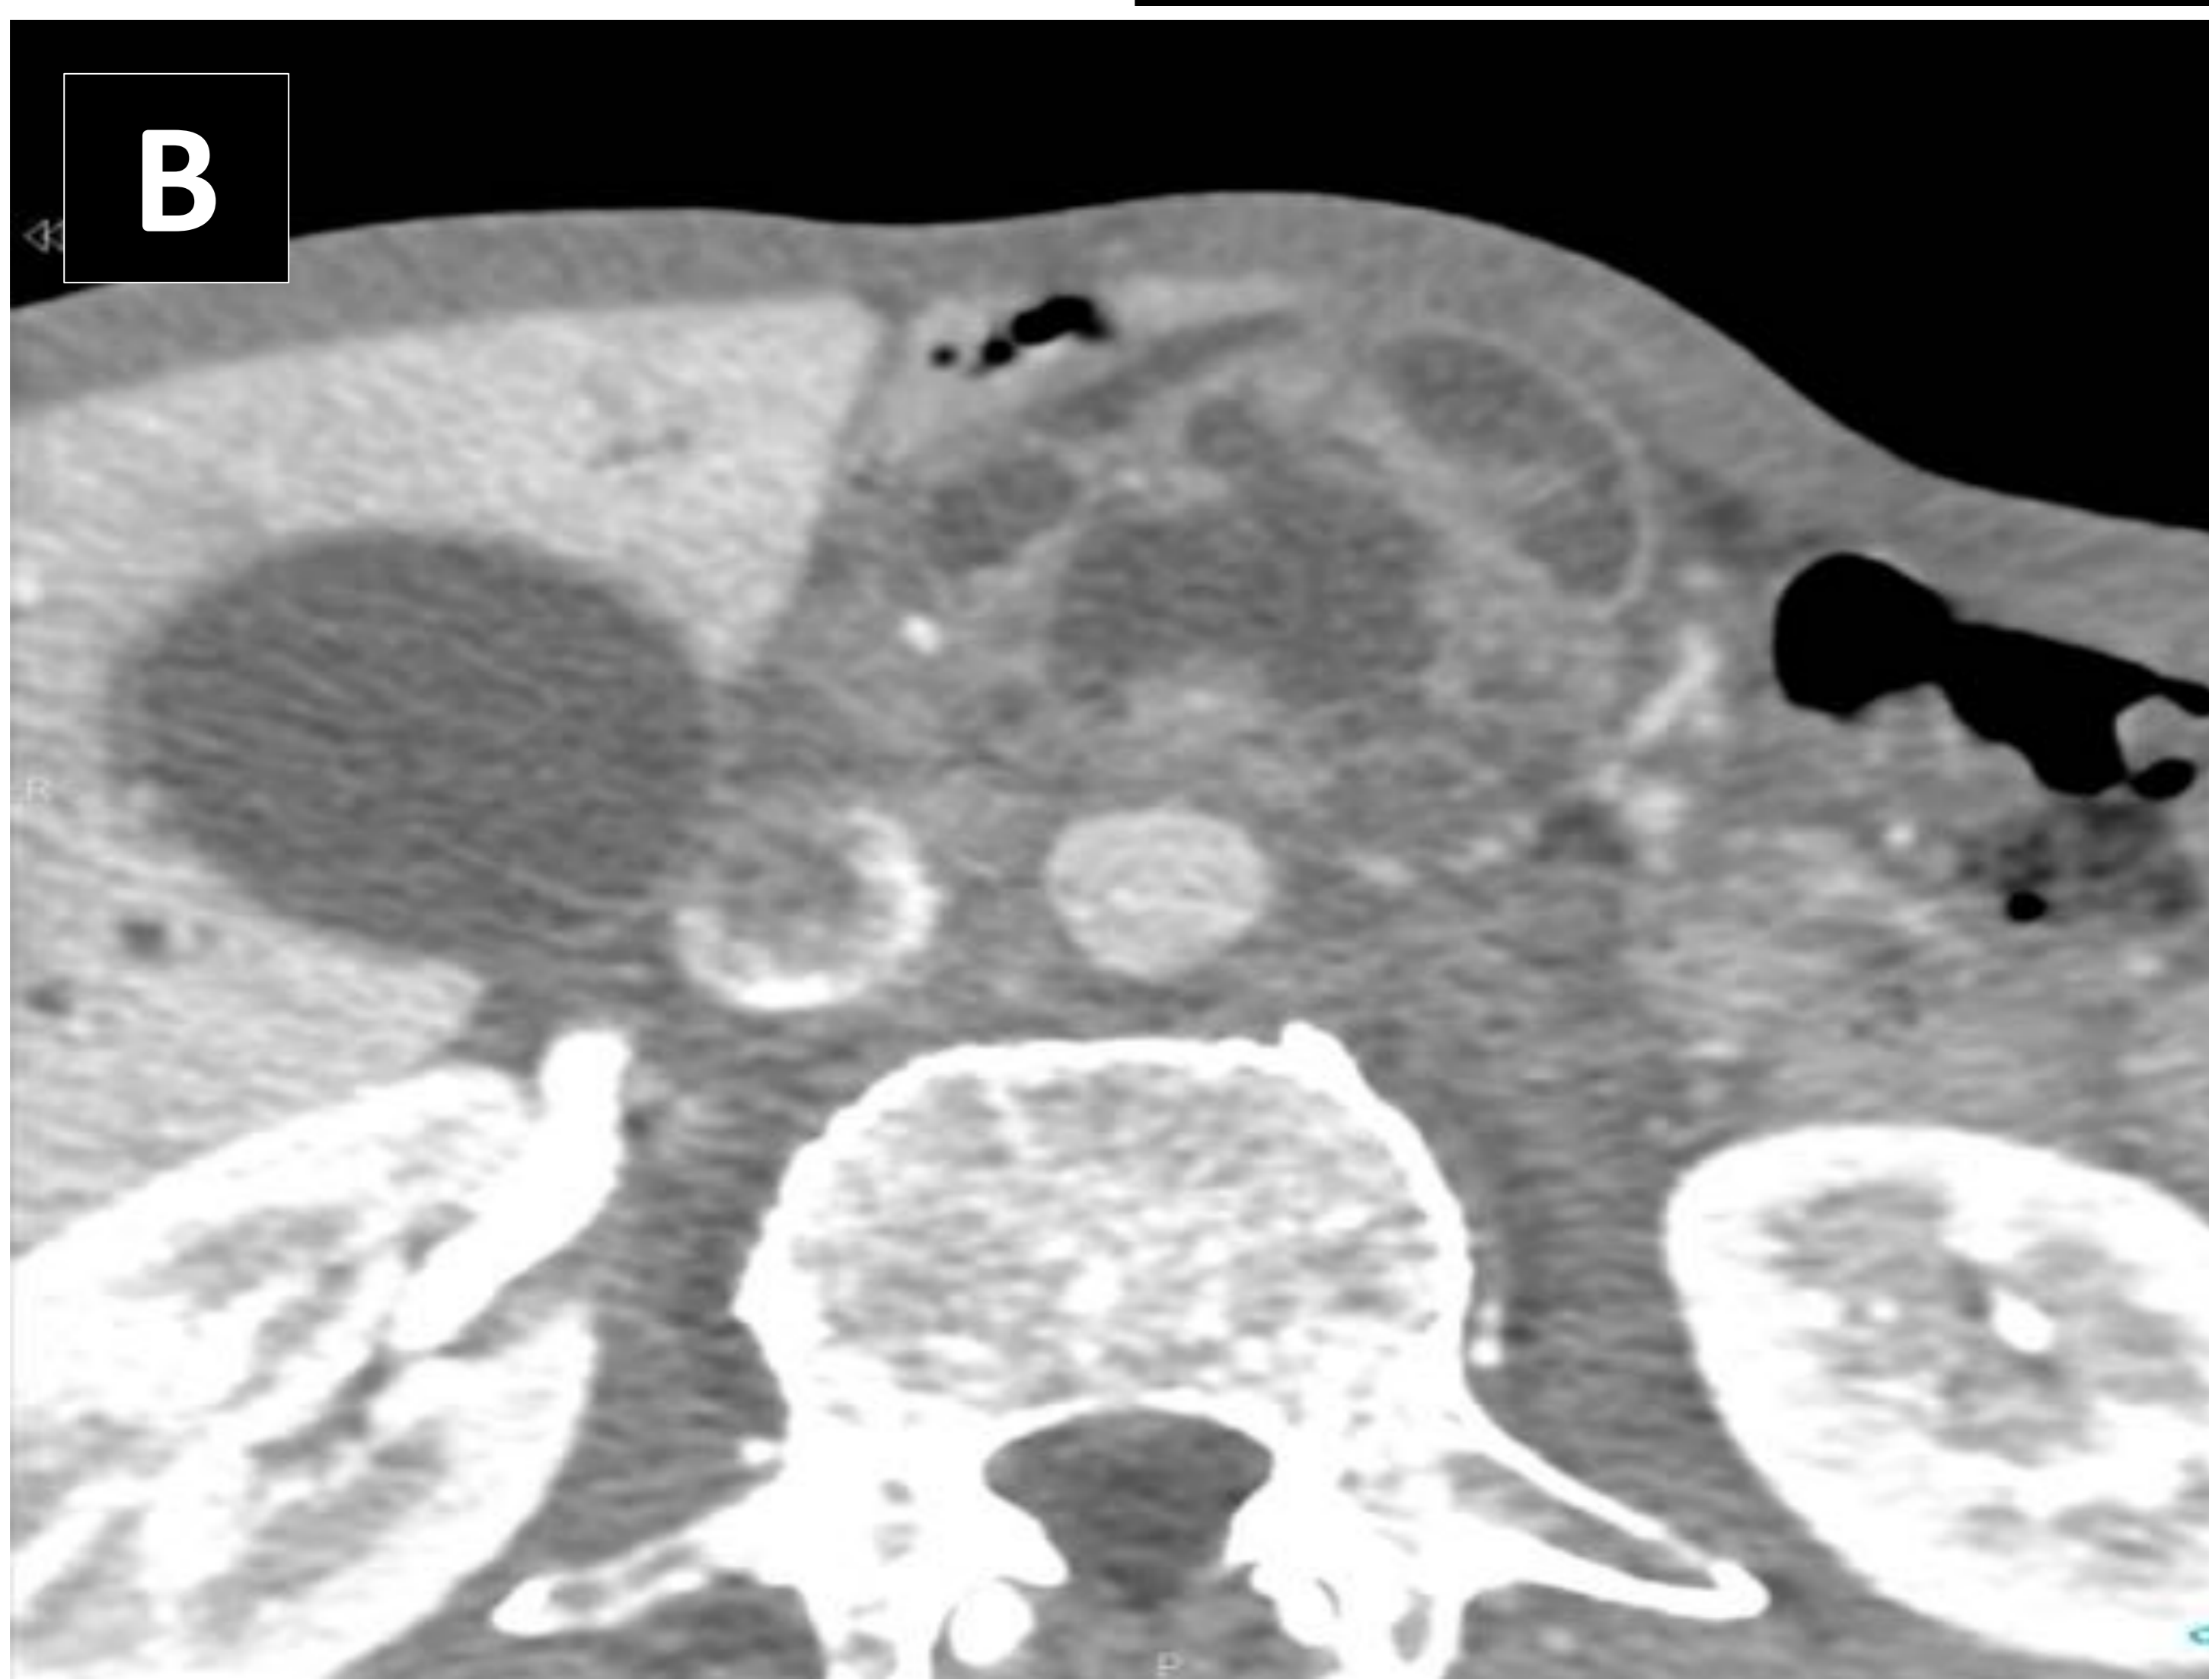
TPMI MIXTO CON FISTULIZACIÓN AL DUODENO. Paciente de 63 años de edad con antecedente de pancreatitis crónica e insuficiencia pancreática con ictericia obstructiva indolora. En el TC con contraste en corte axial, (A) se observa dilatación de la vía biliar intrahepática (puntas de flecha negra) y extrahepática (línea roja) junto con dilatación del conducto pancreático principal (línea negra). En un corte mas caudal (B), se observa desestructuración de la cabeza pancreática a expensas de varias lesiones quísticas que se comunican entre sí y con el ducto pancreático principal, compatible con TPMI mixto. Además, presenta (C) desarrollo de fístula (Flecha roja) entre el TPMI (asterisco negro) y la luz duodenal (asterisco blanco). La RM T2 TSE en corte coronal (D), confirma la naturaleza quística de las lesiones, sin evidenciar engrosamientos tisulares murales (asterisco rojo). E. Endoscopia. Se identifican 4 orificios pseudodiverticulares, en forma de "boca de pez", con salida de abundante material mucoso filante, signo de TPMI mixto con fistulización al duodeno (flecha negras).
